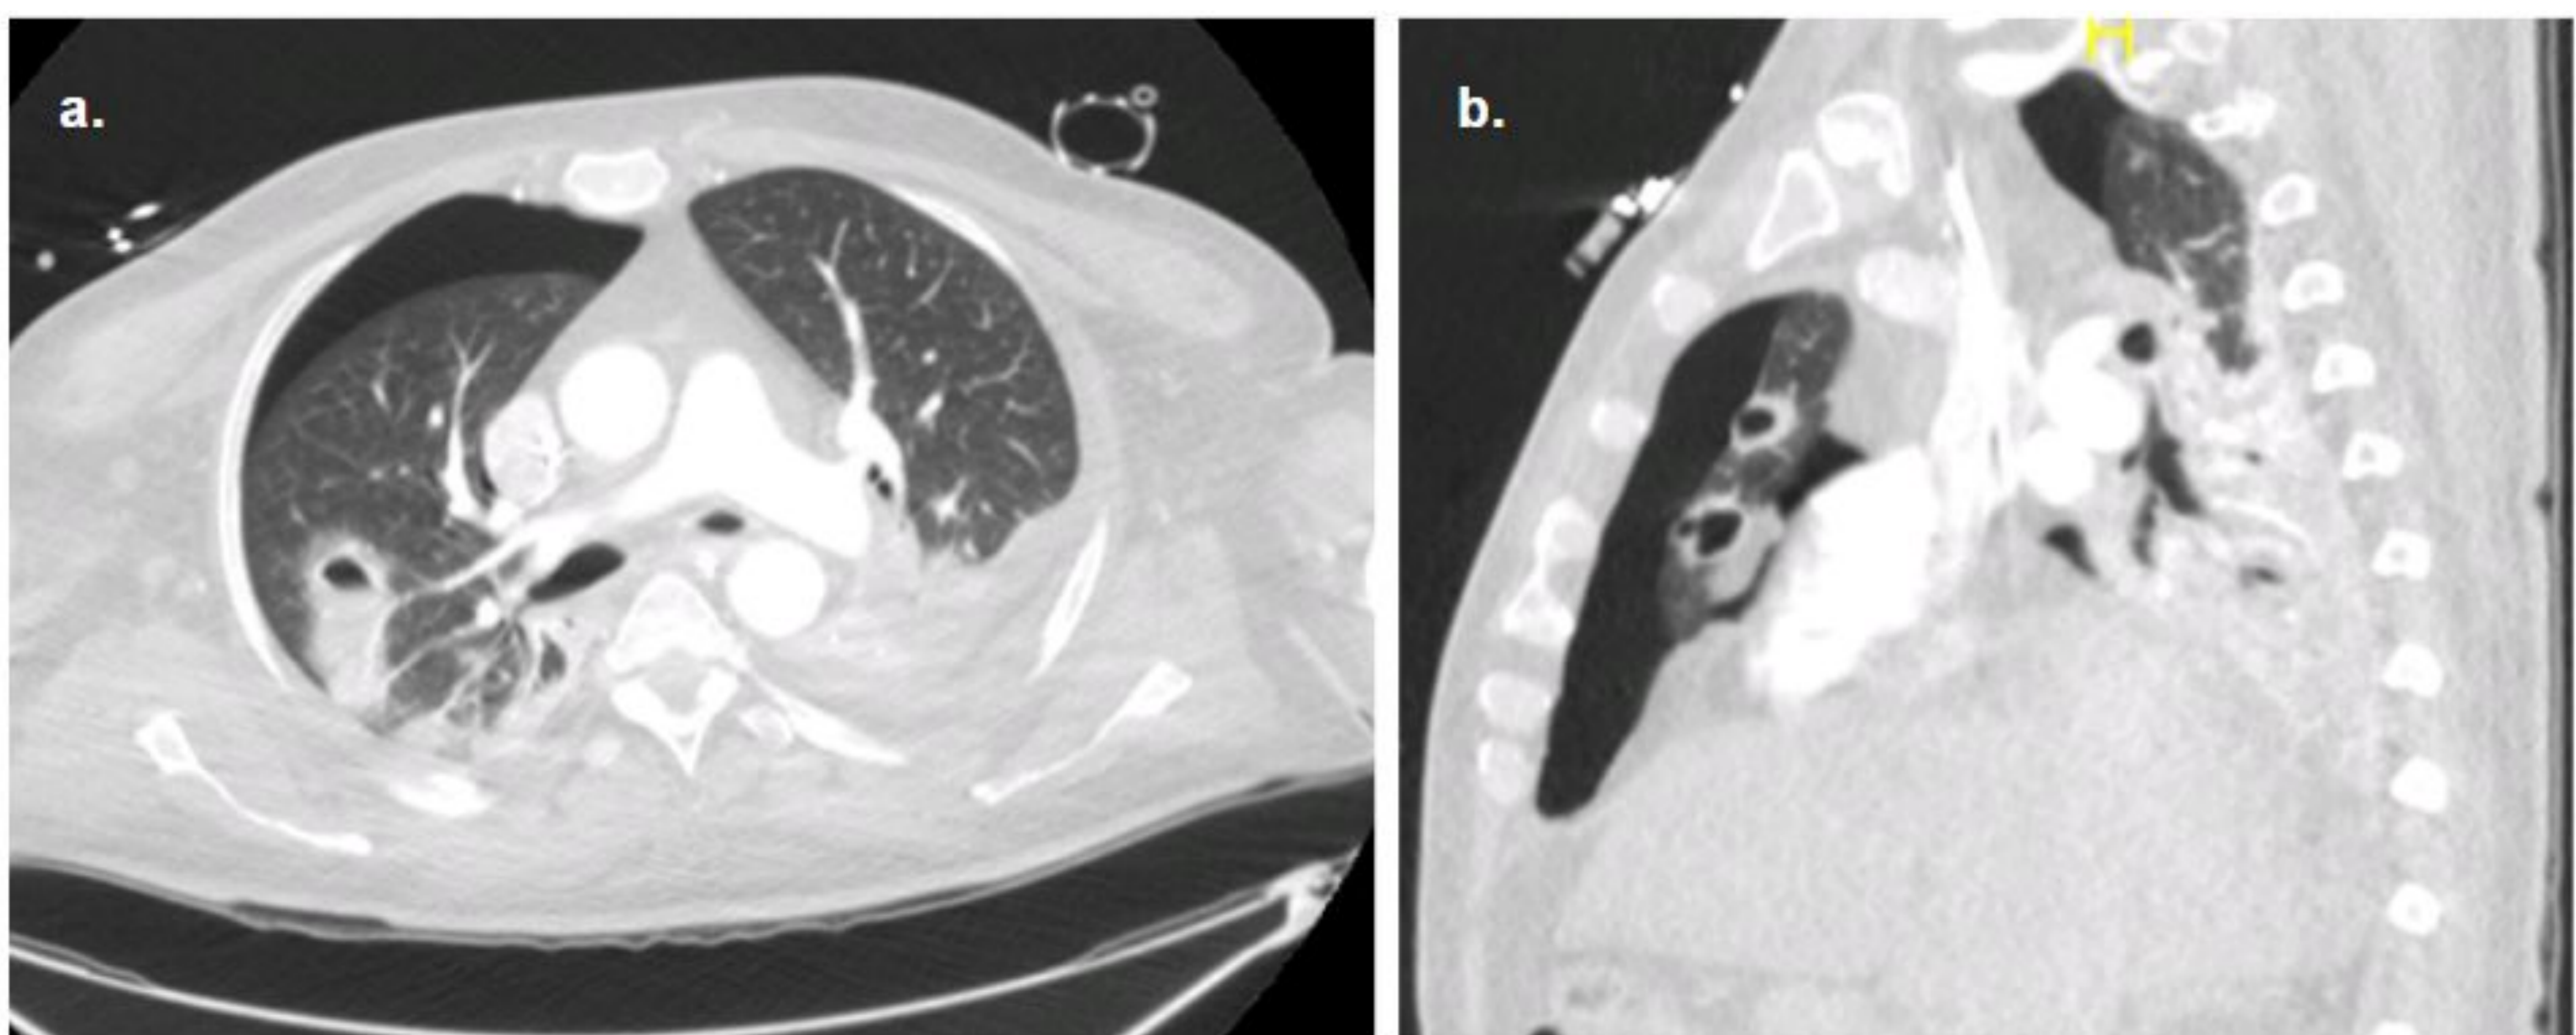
TC de tórax con reconstrucciones axial (a) y sagital (b) en un paciente con sepsis bacteriana, que muestra múltiples abscesos pulmonares con apertura a la cavidad pleural y formación de neumotórax espontáneo secundario.
